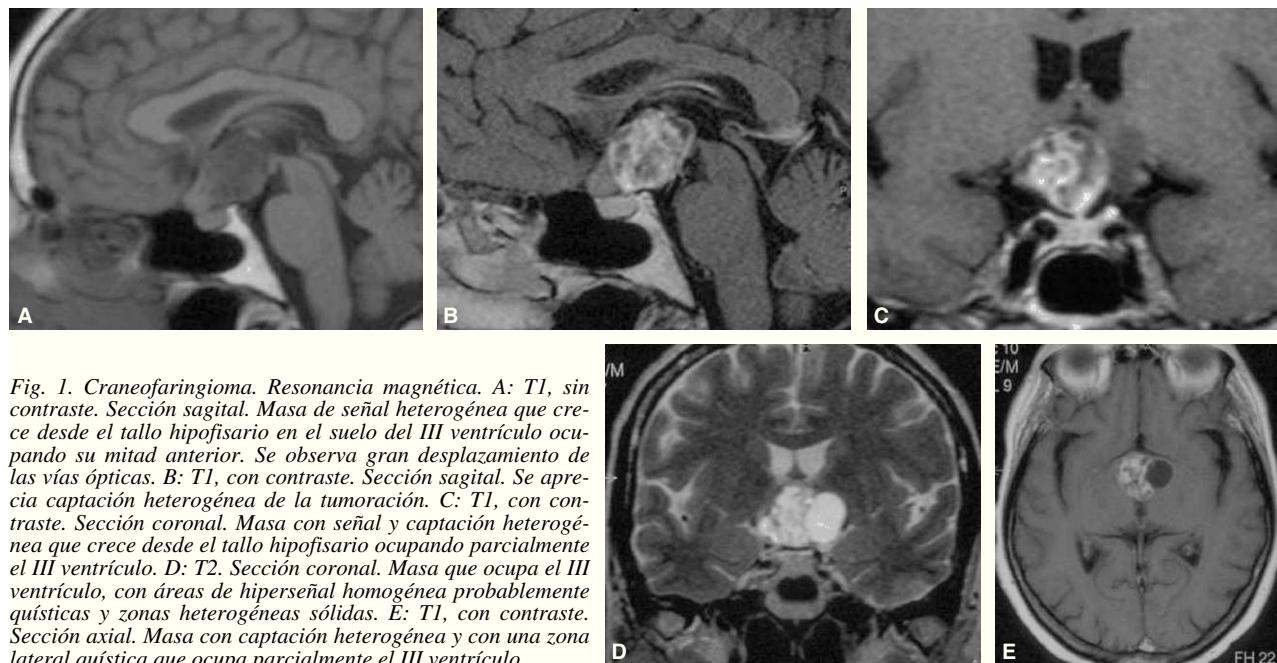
Craneofaringioma. Resonancia magnética. A: T1, sin contraste. Sección sagital. Masa de señal heterogénea que crece desde el tallo hipofisario en el suelo del III ventrículo ocupando su mitad anterior. Se observa gran desplazamiento de las vías ópticas. B: T1, con contraste. Sección sagital. Se aprecia captación heterogénea de la tumoración. C: T1, con contraste. Sección coronal. Masa con señal y captación heterogénea que crece desde el tallo hipofisario ocupando parcialmente el III ventrículo. D: T2. Sección coronal. Masa que ocupa el III ventrículo, con áreas de hipersenal homogénea probablemente quísticas y zonas heterogéneas sólidas. E: T1, con contraste. Sección axial. Masa con captación heterogénea y con una zona lateral quística que ocupa parcialmente el III ventrículo.
